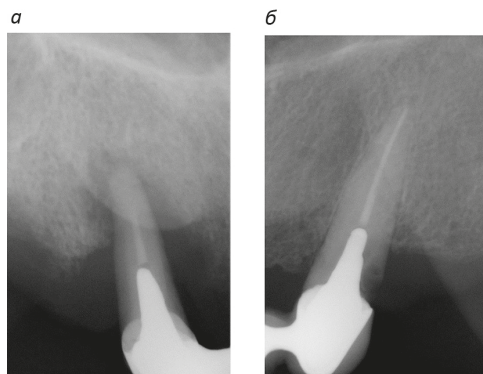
Интраоральная контактная рентгенограмма: вертикальная убыль костной ткани на $\frac{2}{3}$ длины корня (а); кариозное поражение на границе искусственная коронка — зуб (б)
